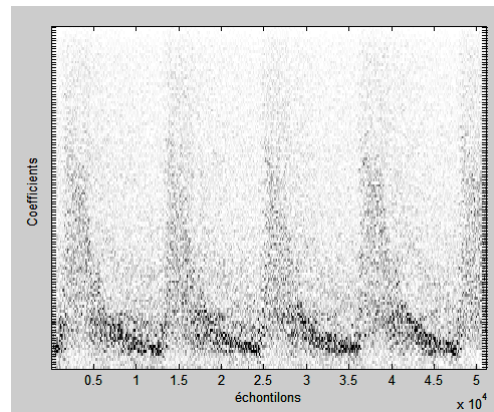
b. Décomposition en paquets d'ondelettes du signal Doppler avec l'ondelette de db5(cas pathologique).
